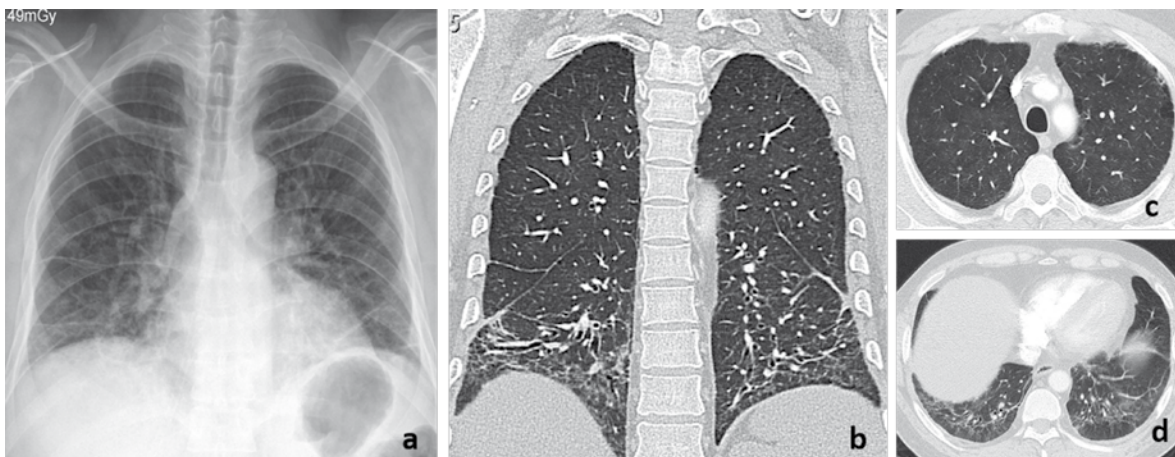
Enfisema paraseptal y patrón de NINE. Mujer de 48 años IPA 6. a. Radiografía de tórax. Opacidades reticulares basales bilaterales. b, c y d. Tomografía axial computarizada de alta resolución, reconstrucción coronal y cortes axiales (ápices y bases). Lesiones avasculares subpleurales apicales, bilaterales (enfisema paraseptal). Áreas de vidrio esmerilado basales, bilaterales, simétricas, opacidades intralobulillares y bronquiectasias de tracción.
